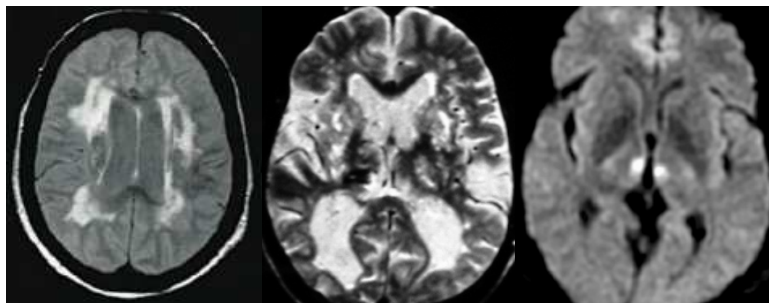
Coupe axiale d'une acquisition cérébrale par RMN en séquences T2*. Hypersignaux sous-corticaux hétérogènes, asymétriques et très étendus retrouvés dans une démence vasculaire sous-corticale (à gauche)(103). Coupe axiale d'une acquisition cérébrale par RMN en séquences FLAIR. Leucopathie sévère associée à un aspect criblé des NGC (au milieu)(104). Coupe axiale d'une acquisition cérébrale par RMN en séquence Diffusion. Hypersignaux focaux intrathalamiques réalisant un infarctus « stratégique » (à droite) (104).
